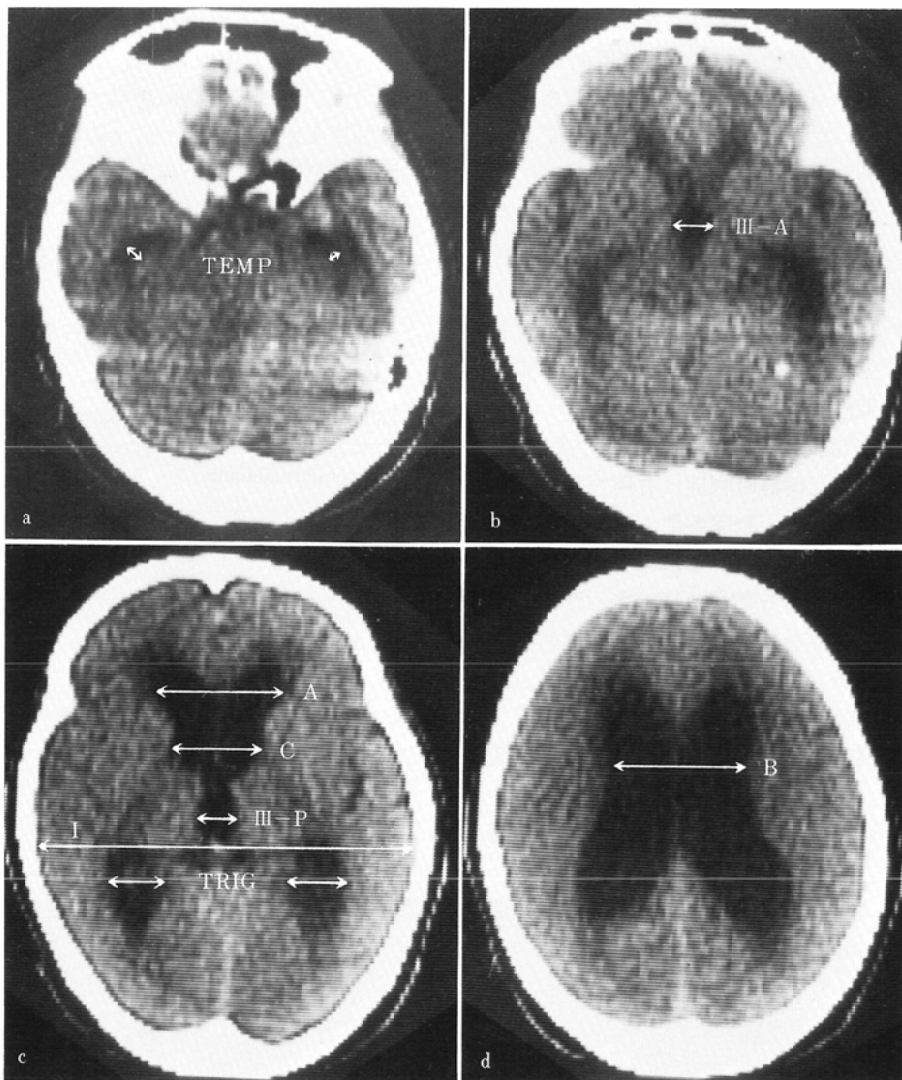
Measuring sites of ventricular size on CT. (a) TEMP: width of temporal horn at the level of amygdaloid body (the sum of both side). (b) III-A: width of third ventricle at the hypothalamic segment. (c) A: maximum distance between tips of anterior horns, C: maximum distance of cellae mediae at the level of head of caudate nuclei, III-P: width of third ventricle at the thalamic segment, TRIG: width of trigone (the sum of both sides), I: maximum transverse inner diameter of skull. (d) B: maximum distance of cellae mediae separated only by septum pellucidum.
